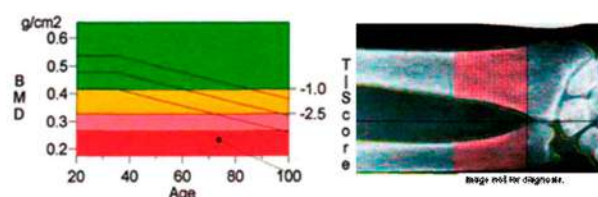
Показатели рентгеновской абсорбциометрии периферических костей предплечья и пяточной кости
